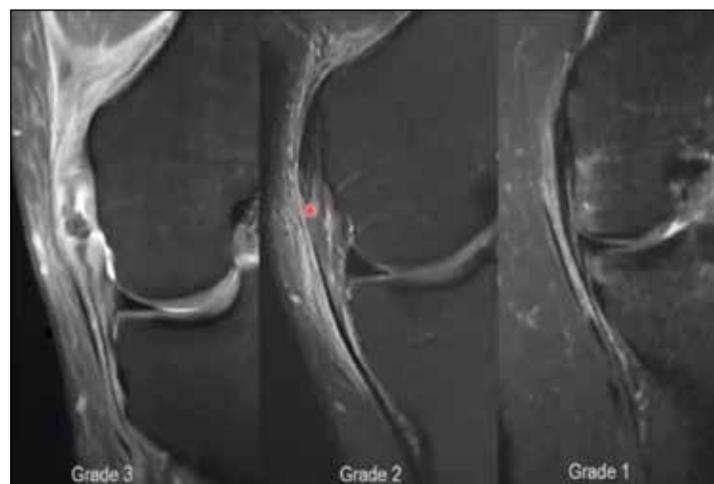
3 grades IRM d'une lésion du MCL
